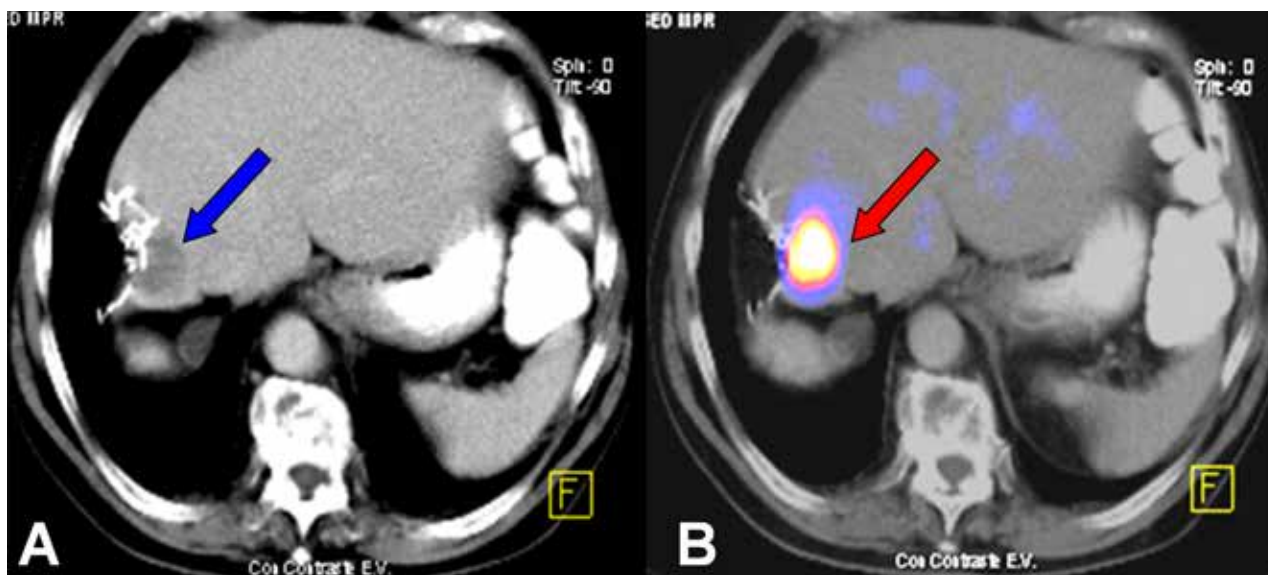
En la imagen de TC (A) se pueden observar modificaciones post quirúrgicas y clips metálicos, luego de una metastasectomía hepática (CA de recto). Junto a ellas, Un área focal hipodensa (flecha azul), inespecífica (biloma? granuloma? recurrencia?). El PET/TC (B) confirma la sospecha de recurrencia de metástasis (flecha roja).
